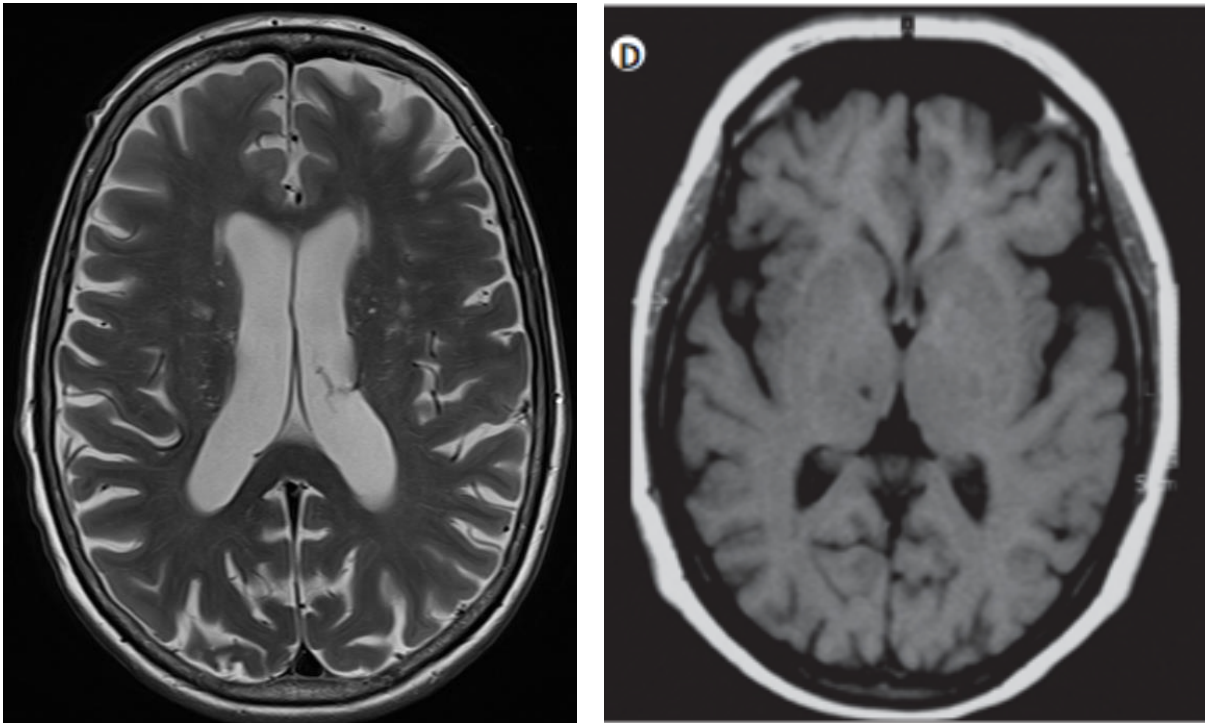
Images IRM de lésions cérébrales
